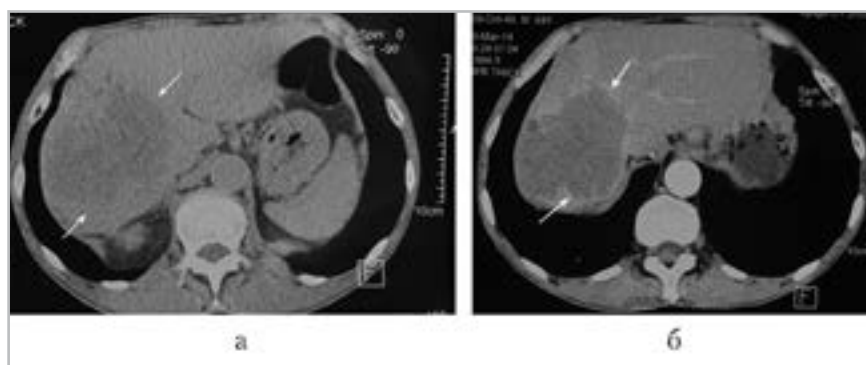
Компьютерные томограммы в аксиальной проекции: а — нативное сканирование; б — артериальная фаза. В правой доле печени (7–8-й сегменты) определяется образование с нечеткими контурами нативно, при контрастировании контуры становятся более четкими (стрелки)
